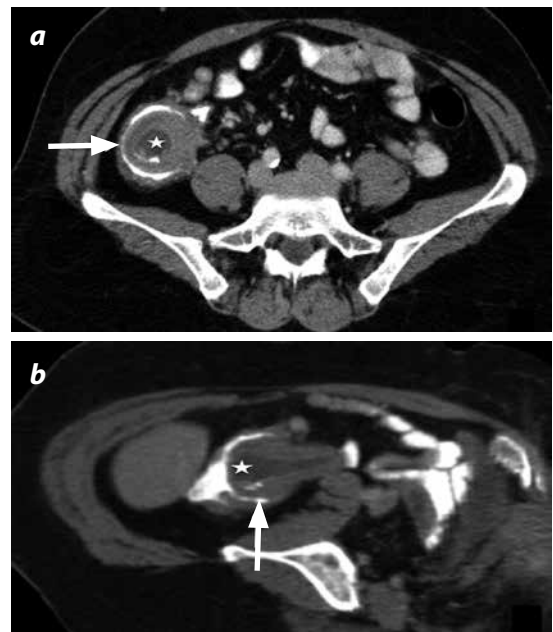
TAC del abdomen con medio de contraste. a) Corte axial. b) Reconstrucción curva. Se observa una masa compleja tubular localizada en la fosa iliaca derecha en topografía del apéndice, de paredes gruesas que captan discretamente el medio de contraste, sin componente grasa (flecha en a), parcialmente invaginada en el ciego (flecha en b), de contornos bien definidos, con dimensiones de 75 × 33 × 34 mm. La masa tiene áreas centrales de baja densidad compatibles con componente quístico o mucinoso (estrella) y pequeñas áreas lineales densas compatibles con calcificaciones. No se identifican cambios inflamatorios de la grasa mesentérica alrededor de la masa, ni colecciones líquidas. No hay signos de obstrucción del colon o del intestino delgado.
